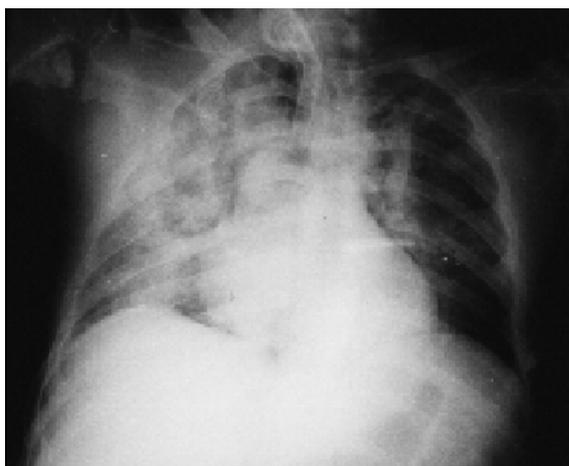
Radiografía de tórax que evidencia infiltrados alveolointersticiales diseminados más evidentes en el hemitórax derecho.
